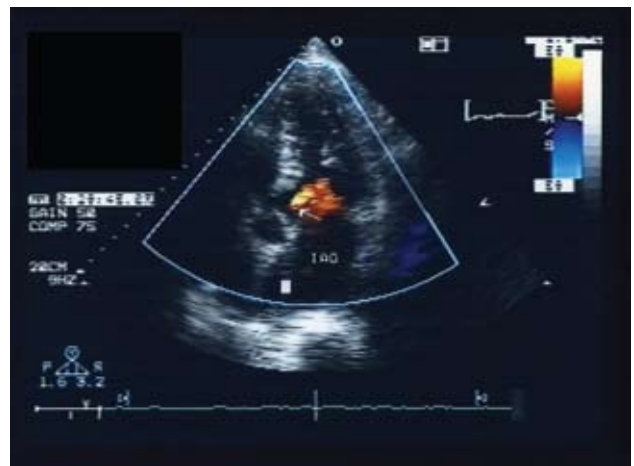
Ecocardiograma transesofágico donde se observa insuficiencia aórtica.
